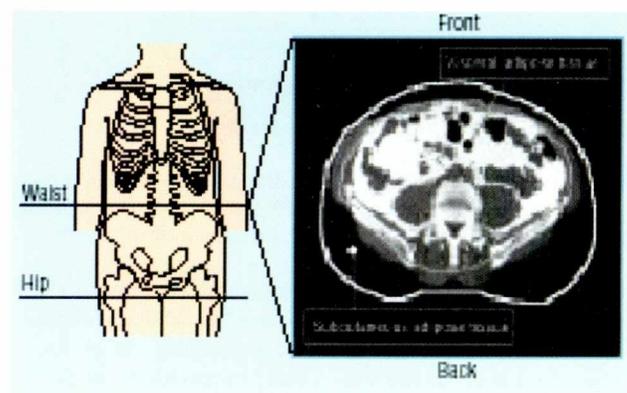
La TAC muestra con mayor precisión el cúmulo de grasa intraabdominal visceral que la circunferencia de la cintura. Extraído y modificado de Jean-Pierre, Despress Isabelle, Lemiewa, Denis Prud Homme. Treatment of obesity: need to focus on high intrabdominal obese patients. BMJ 2001; 322:717.
